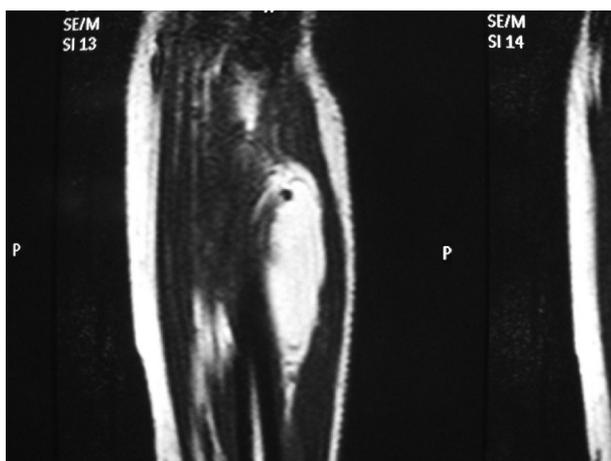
Lipome profond situé au quart proximal de l'avant-bras vu à l'IRM. Son exérèse comporte un risque majeur de lésion iatrogène sur la BPNR.
